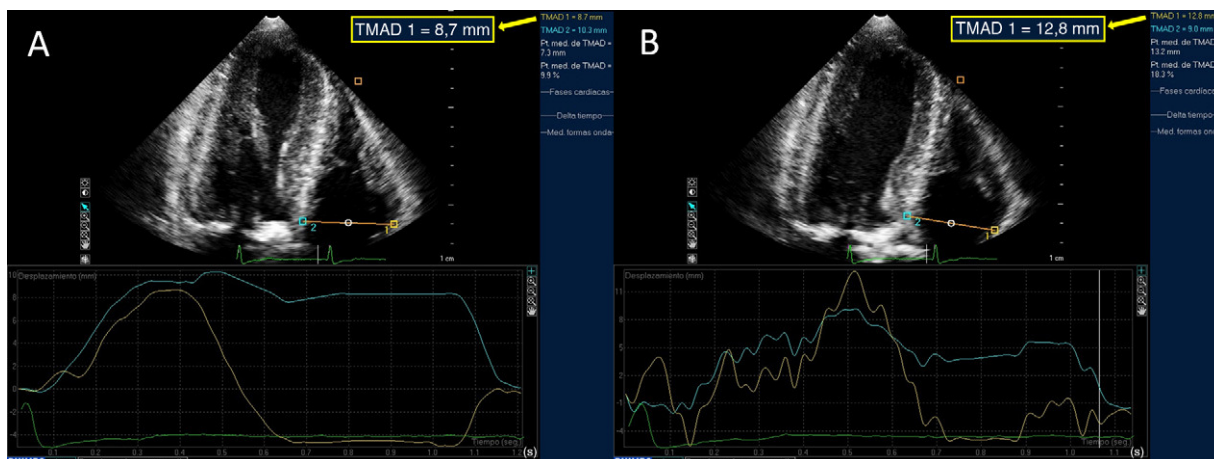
Desplazamiento anular tricuspídeo por ecocardiografía *speckle tracking* bidimensional antes (A) y 1 mes después (B) del implante de una prótesis aórtica percutánea.
